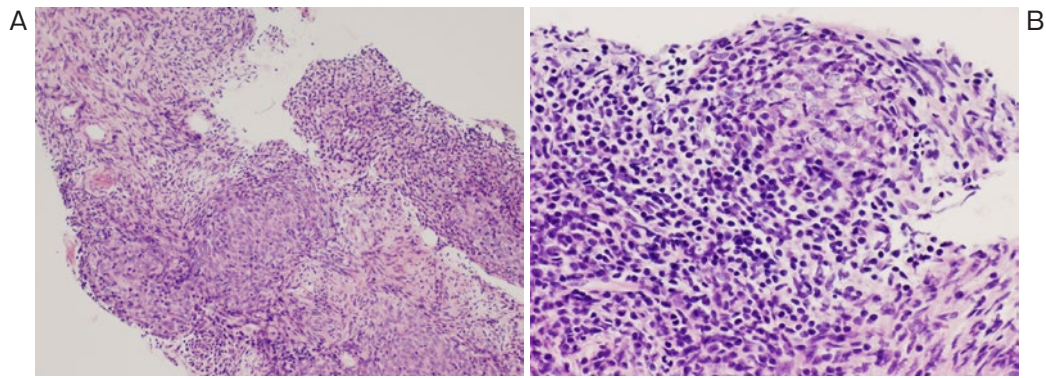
前縦隔腫瘍に対するCTガイド下針生検。(A)左上と右下に、異形成に乏しい紡錘形腫瘍細胞を束状に認める。(B)リンパ球が豊富な領域を認める。
